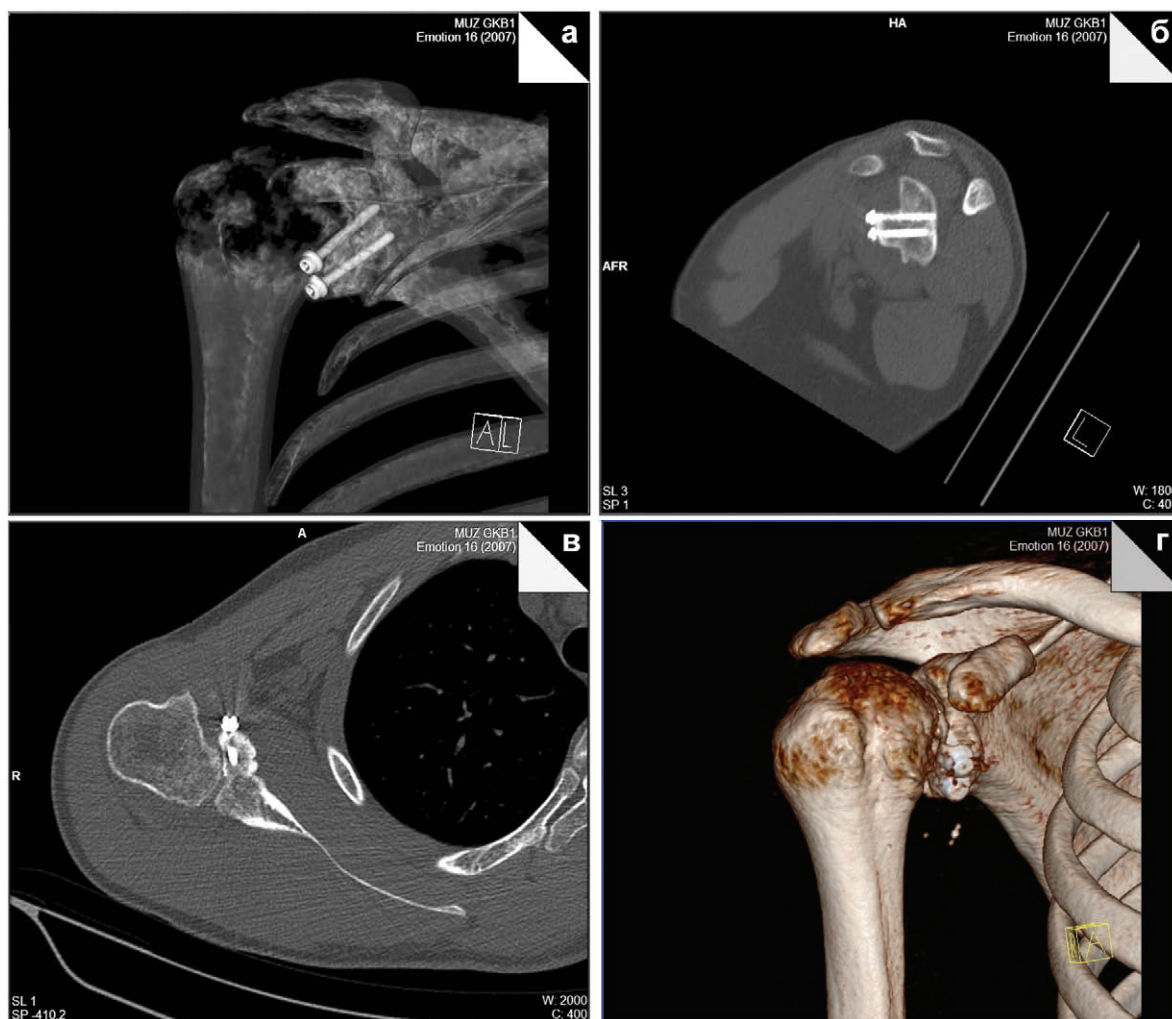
МСКТ пациента А. после операции (через 3 месяца после операции).
